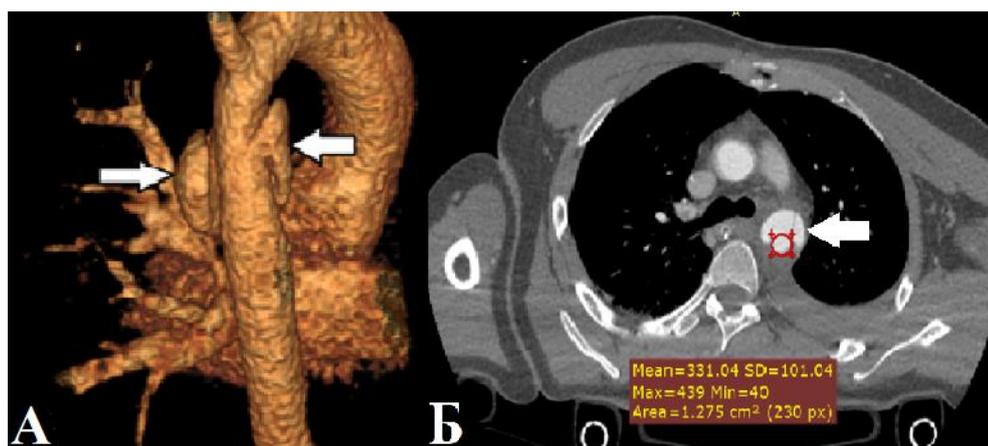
Пациент Н., 35 лет, тяжелая сочетанная травма, полученная вследствие падения с высоты 7 этажа. МСКТ области грудной клетки и брюшной полости с применением методики split-bolus всего тела (по схеме 80/70 мл). (А) - 3D реконструкция, (Б) - аксиальная проекция. Определяется травматическая диссекция нисходящего отдела грудной аорты, с формированием интрамуральной гематомы (стрелки). Плотность контрастного вещества в аорте 331 НУ
